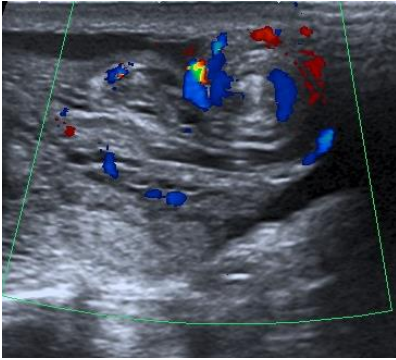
Больной А, 15 лет. Длительность заболевания 3 часа. Визуализируется в режиме доплера извитой семенной канатик, перфузия сохранена. Интраоперационно констатирован перекрут яичка на 270°.
